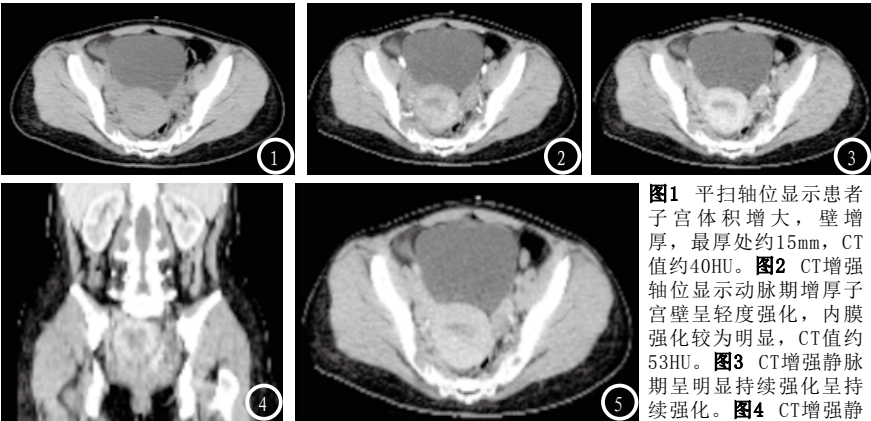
平扫轴位显示患者子宫体积增大，壁增厚，最厚处约15mm，CT值约40HU。图2 CT增强轴位显示动脉期增厚子宫壁呈轻度强化，内膜强化较为明显，CT值约53HU。图3 CT增强静脉期呈明显持续强化呈持续强化。图4 CT增强静脉期 冠状面显示病灶CT值为60HU。图5 CT增强延迟期扫描持续强化，CT值为50HU。
